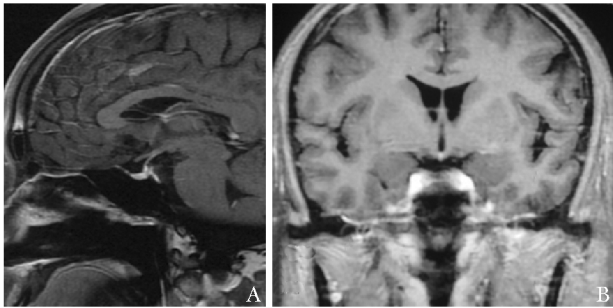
患者糖皮质激素治疗 1 个月后鞍区 MRI 显示病变完全消失
